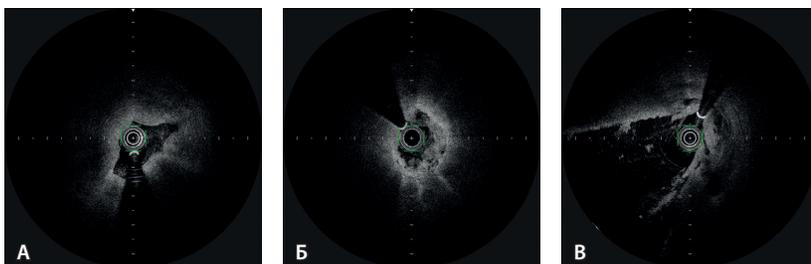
Оптическая когерентная томография: поперечные срезы желчного протока в норме и при опухолевых стриктурах. А – неизменная стенка холедоха. Желчный проток спавшийся, щелевидной формы с четкими стенками и слоями. Б – признаки злокачественной стриктуры: сужение просвета, выраженное нарушение слоистости и наличие множества гипорефлекторных зон неправильной формы. В – гиперрефлективная слизистая оболочка холедоха, характерная для опухоли Клацкина
